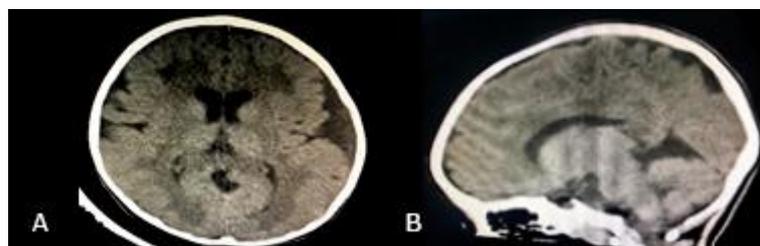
Tomografía axial computarizada del cerebro. A) Atrofia temporal bilateral y aumento de espacio subaracnoideo a predominio derecho. B) Atrofia frontal.
